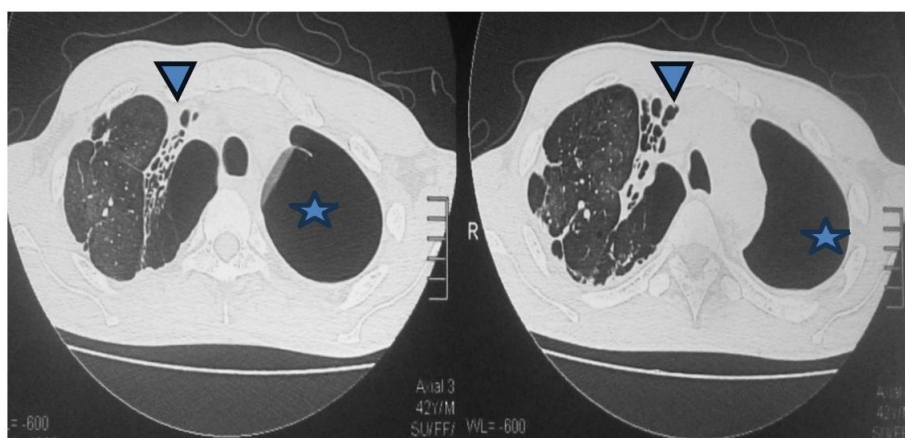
tomographie thoracique objectivait la destruction bilatérale du parenchyme pulmonaire () avec dilatation de bronches par rétraction ()
